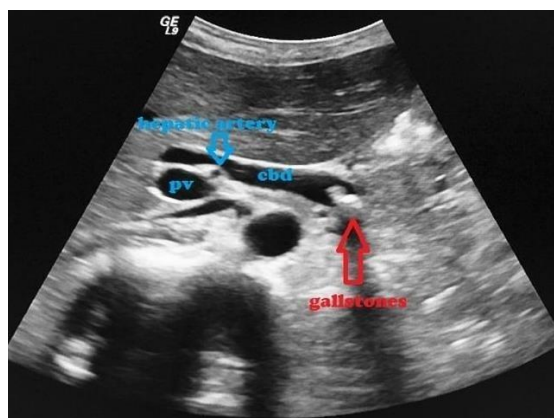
USG revela dilatação do ducto colédoco (cbd) e presença de cálculos
